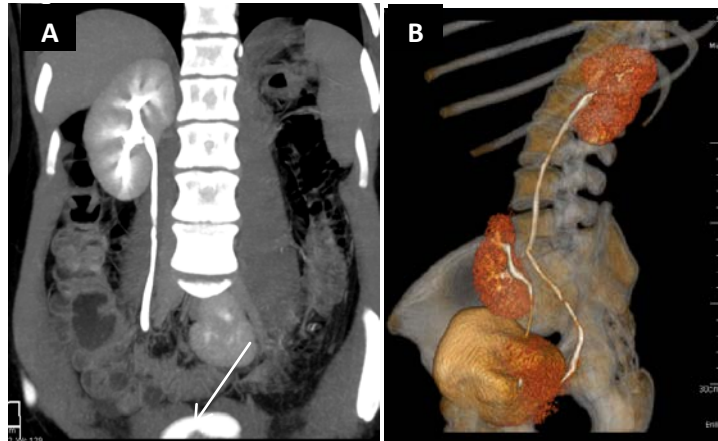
ERS unilateral en una mujer de 20 años de edad. (A) MPR coronal, fase excretora. Obsérvese la fosa renal izquierda vacía y el riñón izquierdo en posición ilíaca (flecha blanca). Riñón derecho ortotópico. (B) Reconstrucción volumétrica sagital oblicua de TC. Nótese el uréter del RE de menor longitud y de inserción vesical normal.
